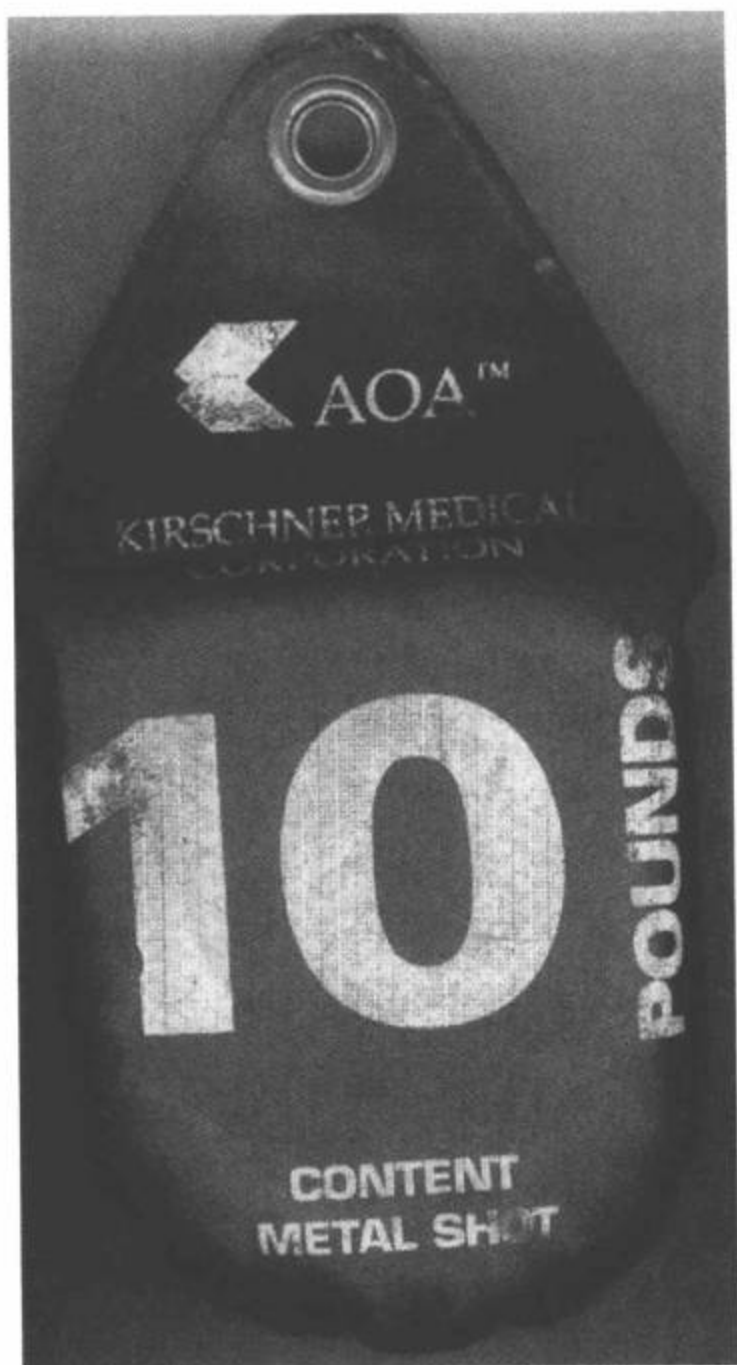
牵拉砝码(沙袋)。较早的版本用沙子或其他密集的惰性物质充填。在某些情况下,这些沙袋用有铁磁特性的金属粒充填(见袋上的标注)。在MRI环境下禁止使用,因为这类沙袋在高场系统内能成为投射物。
